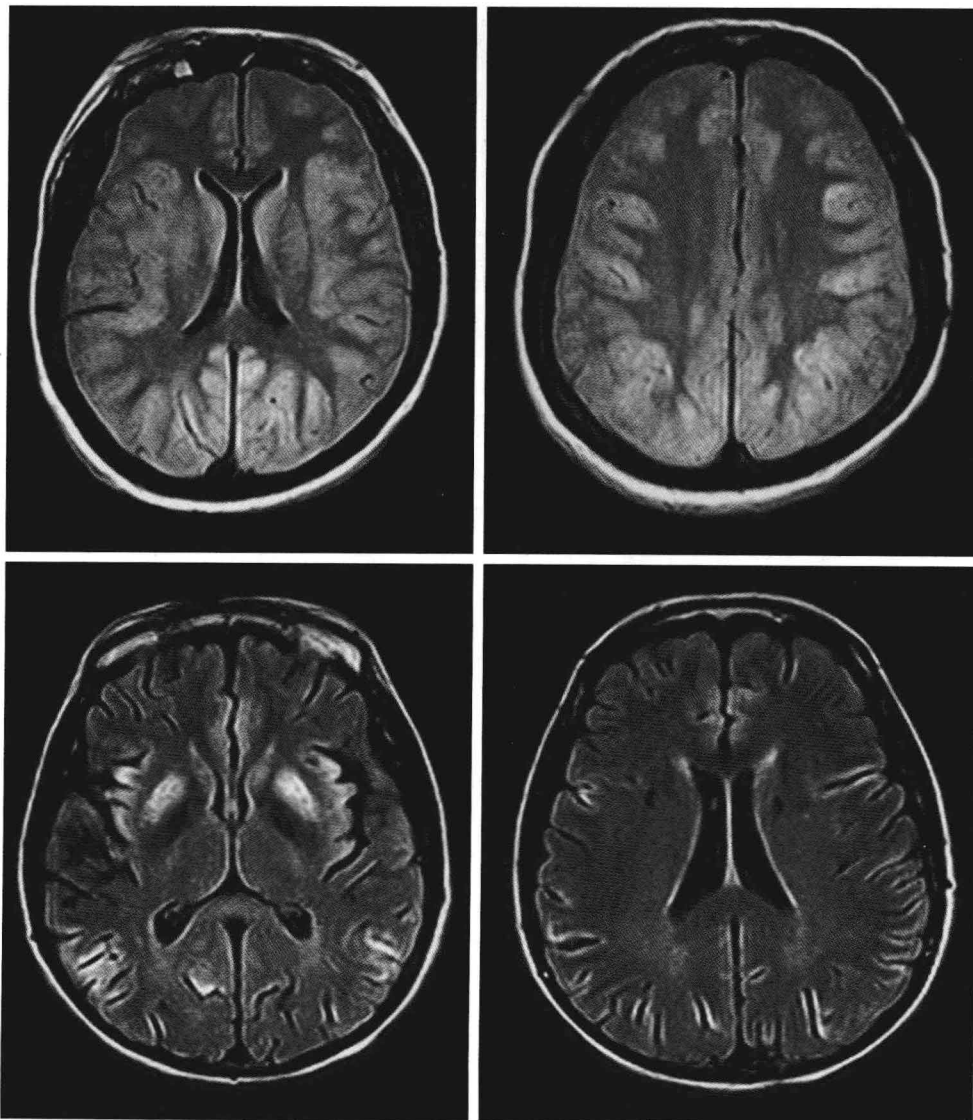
FLAIR像显示的是两例缺氧性脑损伤。上排：一位持续昏迷6天的患者脑部MRI-FLAIR像，该患者心脏骤停后接受了复苏术。它显示岛部、额上部、顶部、枕部皮质呈现出弥漫的高信号。这些皮质区在稍早时期出现肿胀。下排：另一病例中FLAIR像在非急性期显示的皮质改变。图像拍摄于心脏事件后12天，除了皮质的高信号改变外，双侧豆状核也呈现高信号。
